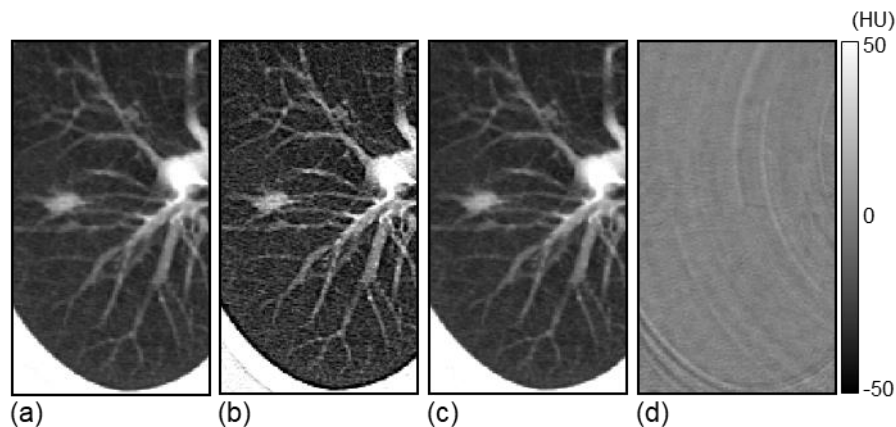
CT 画像全体の空間分解能を変換する方法<sup>39)</sup>の一例. (a) 標準的な再構成関数を用いて再構成した画像 (真値). (b) 高分解能な再構成関数を用いて再構成した画像. (c) 空間分解能の変換により, 画像(b)を画像(a)の分解能に変換した画像. (d) 画像(c)と画像(a)の差分画像.
